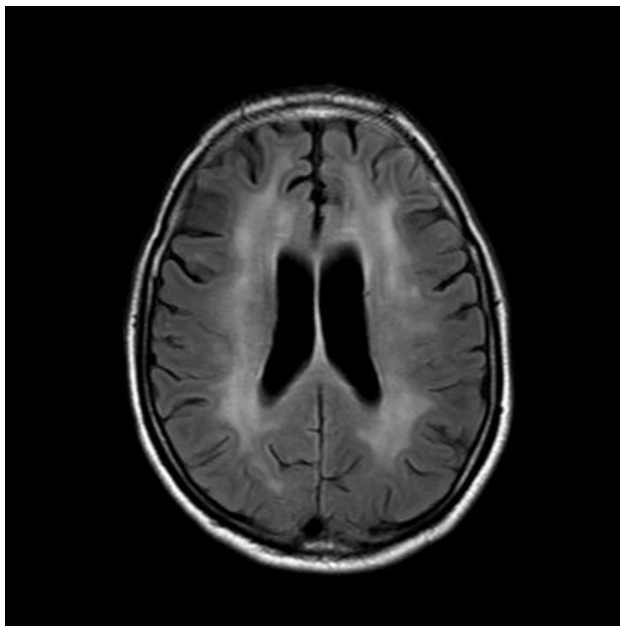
IRM d'un patient atteint de complexe démentiel associé au SIDA.Coupe axiale FLAIR. Hypersignaux T2 diffus et symétriques de la substance blanche, entourant les ventricules latéraux avec atrophie corticale²⁴
